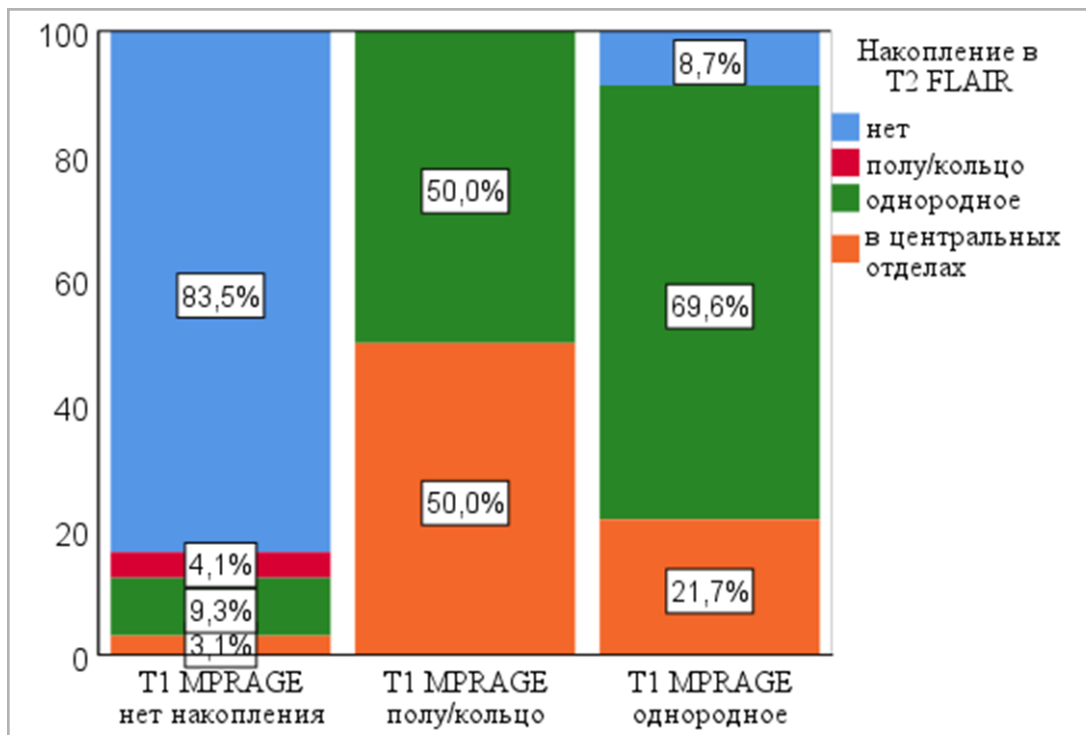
Сравнение характера накопления контрастного средства очагами демиелинизации в режимах T1 MPRAGE и T2 FLAIR
